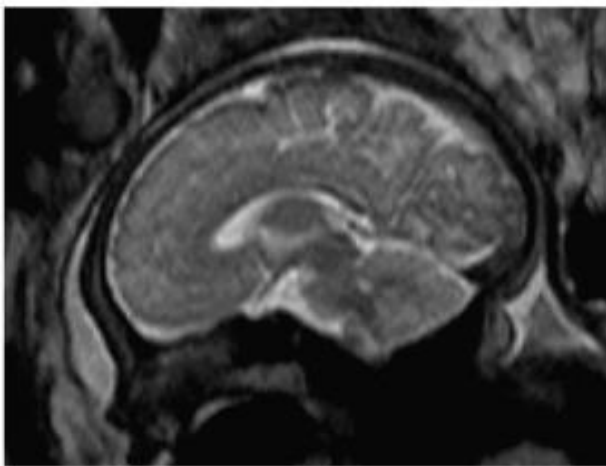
cerveau fœtal normal à 38 SA en coupe sagittale et axiale pris par IRM en T2.
